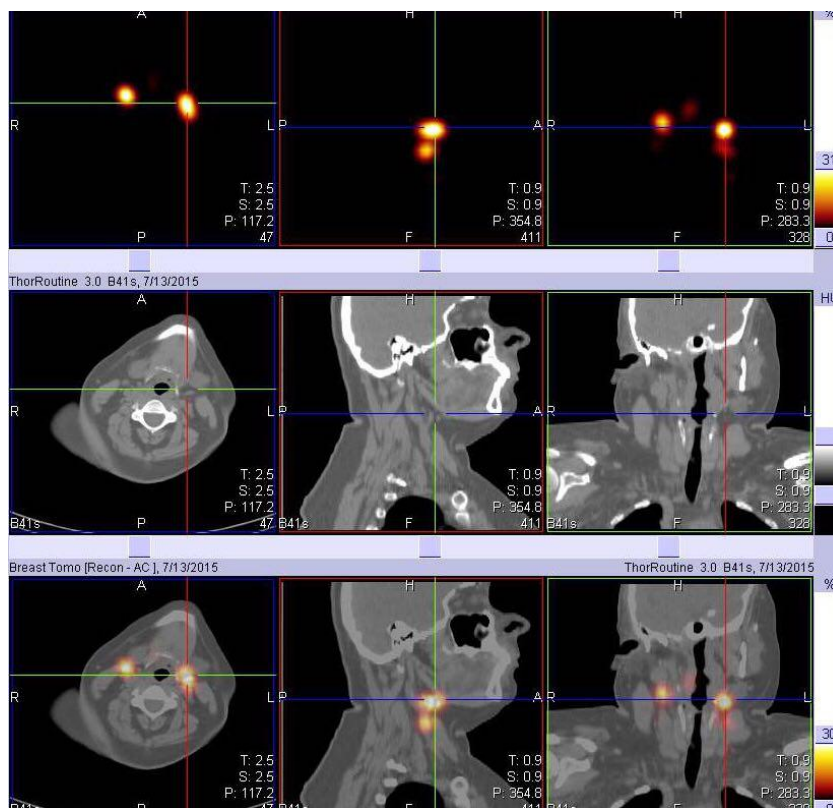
Однофотонная эмиссионная компьютерная томография картирования сигнальных лимфатических узлов.
